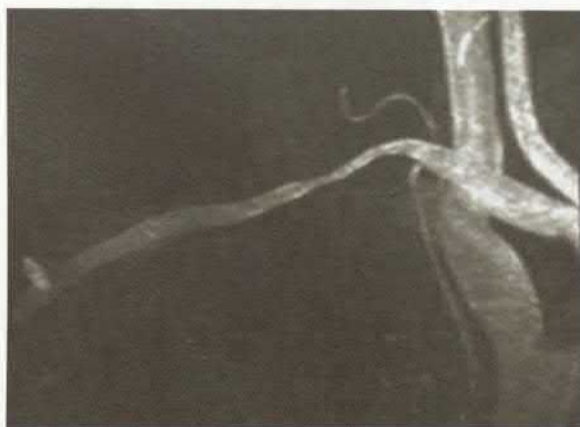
RMN cu angiografie (stenoza a. subclavia) în AGC
